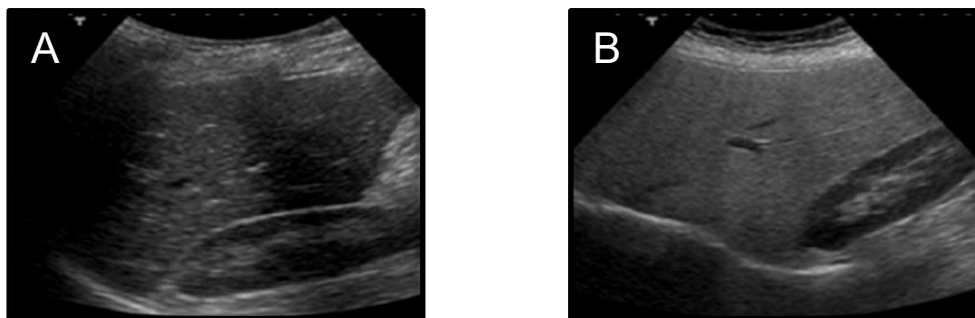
Sonografische Darstellung von normalem und steatotischem Lebergewebe
